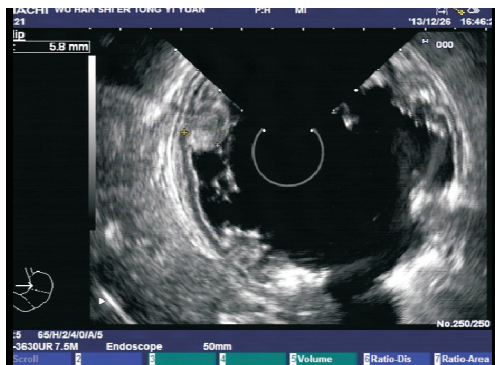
超声胃镜检查 胃体可见多处第二层无回声性增厚,提示黏膜增厚。
